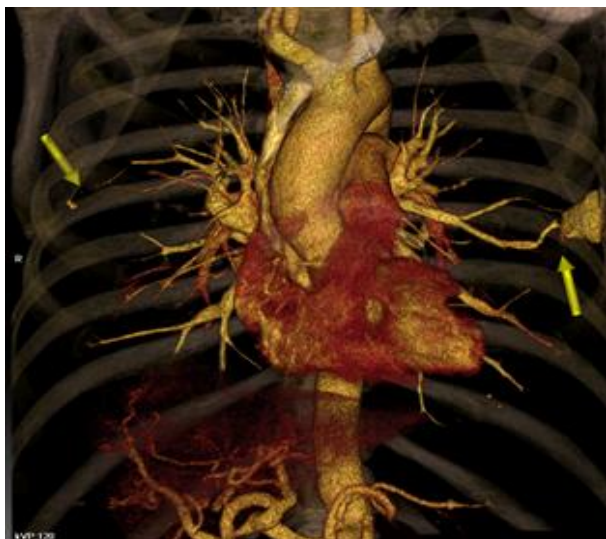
МСКТ органов грудной полости. МIP.
